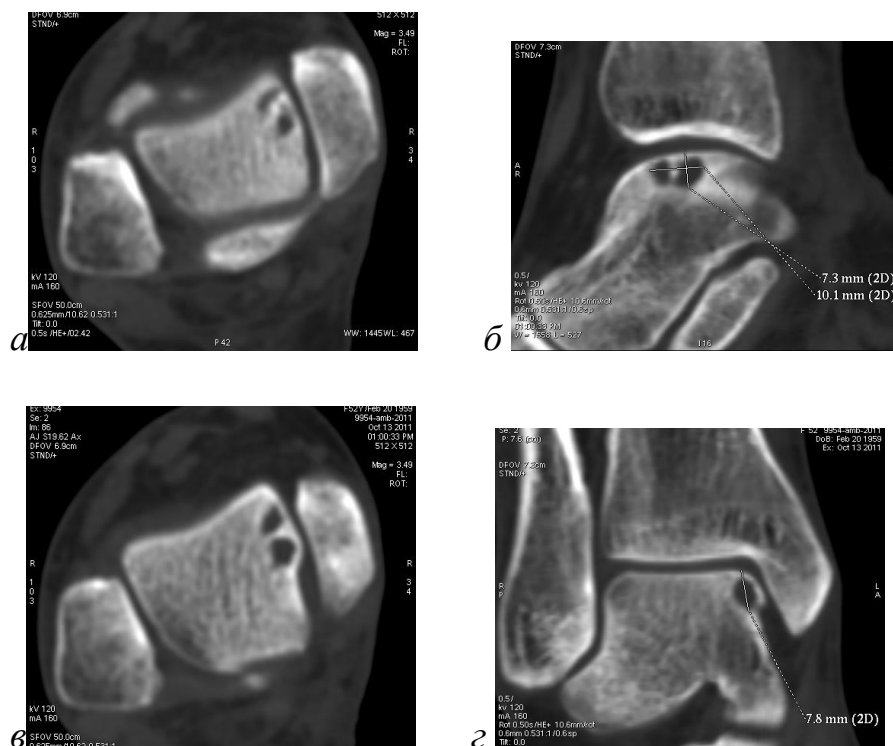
Компьютерные томограммы правого голеностопного сустава пациентки Б. 53 лет, и/б №Н2011-1287, при поступлении. Дегенеративные субхондральные кисты внутренней поверхности блока таранной кости.
